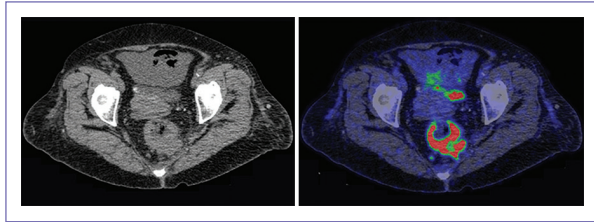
Áreas hipermetabólicas en relación con actividad tumoral, localizadas en pared de la unión recto-sigmoidea, así como en colon sigmoideas, esta última no visualizada en la tomografía computarizada.
